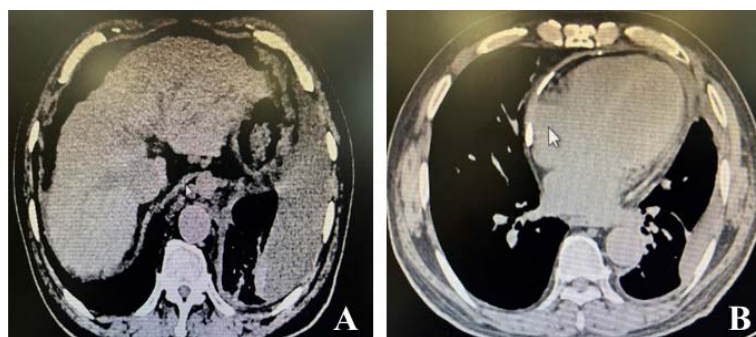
Chest and Abdomen CT. (A) Liver Cirrhosis; (B) Pericardium thickening with calcification, pericardial effusion
